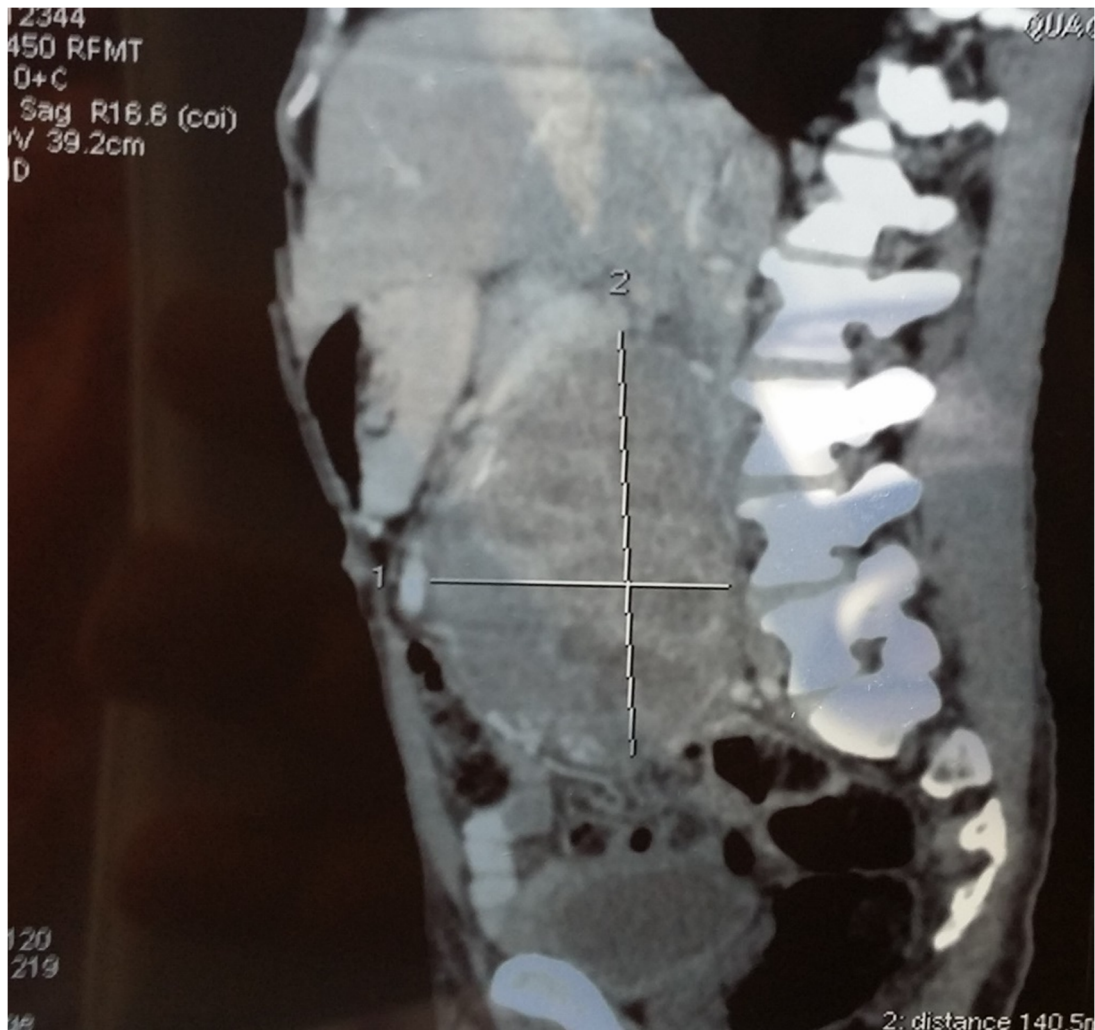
TDM, masse tissulaire hypoéchogène hétérogène de 14 cm (cas25)
